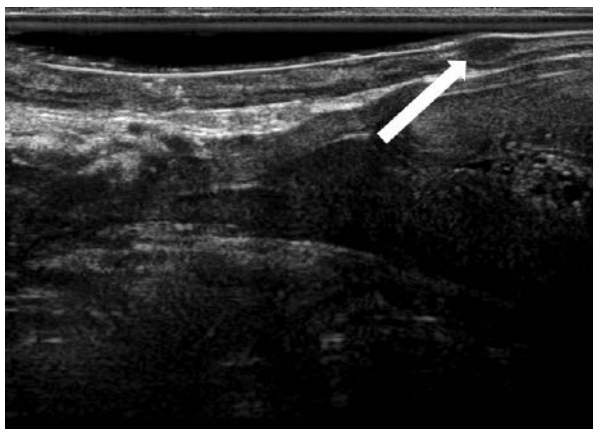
Эхограмма нейроэндокринной опухоли. ЭРУЗИ в В-режиме, стрелкой отмечена опухоль
